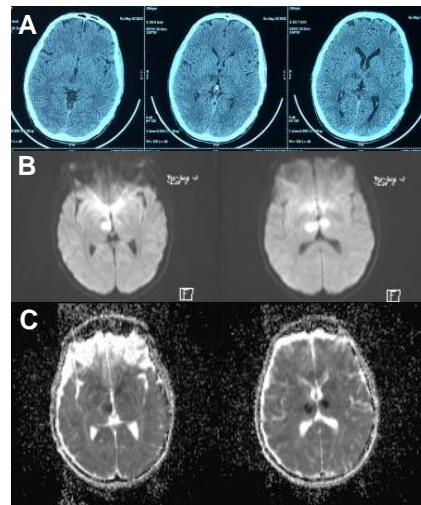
TDM (A) et IRM cérébrales en coupe axiale séquences diffusion (B) et ADC (C) montrant un infarctus bithalamique avec atteinte de la partie supérieure du mésencéphale.
